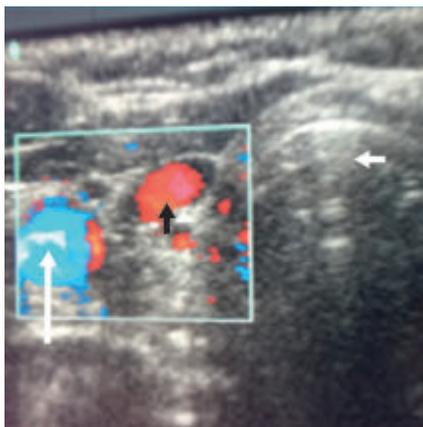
Ecografía del cuello. Flecha negra: Arteria carótida común. Flecha blanca corta: tráquea. Flecha blanca larga: vena yugular.
